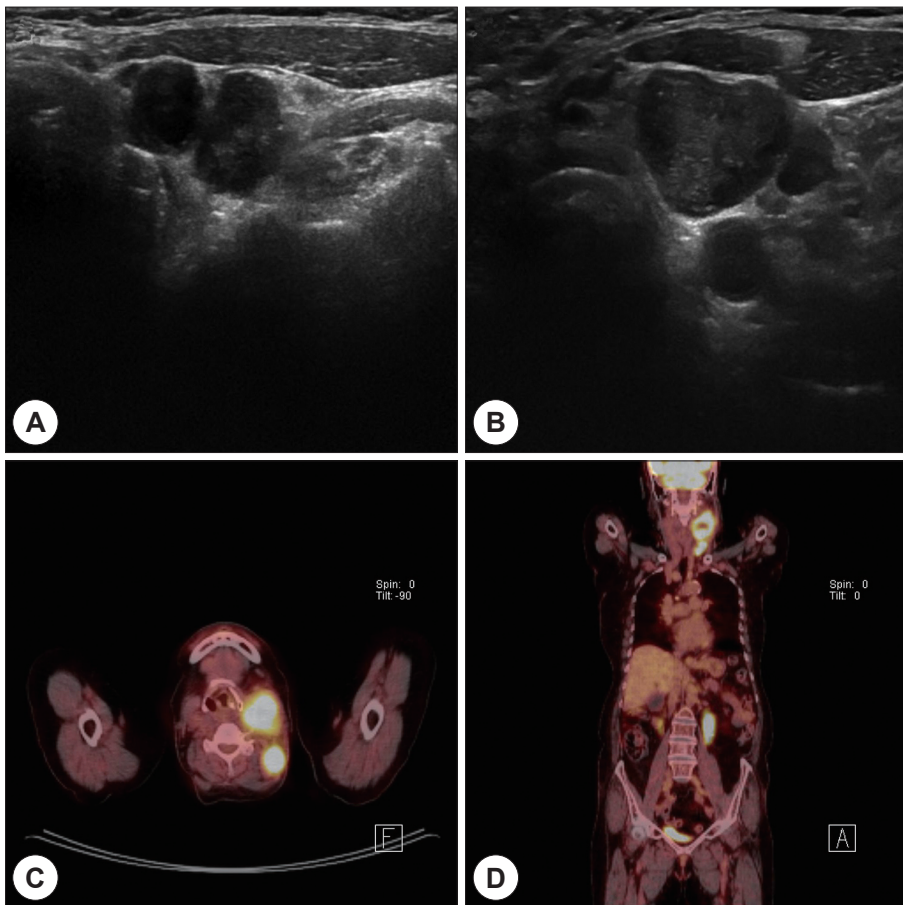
Size of the level III lymph nodes in the ultrasonograms performed 6 years ago (A) was increased in the ultrasonograms performed 3 years ago (B). Left neck level II-V lymph nodes show increased FDG uptake without distant metastasis (C, D).
